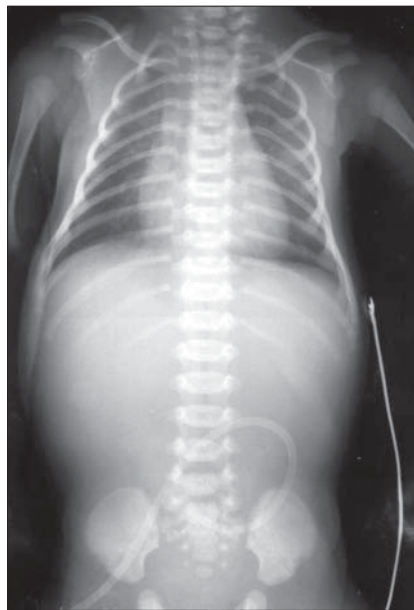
Lipsa pneumatizării. Radiografie toracoabdominală efectuată la 8 ore după naștere.
